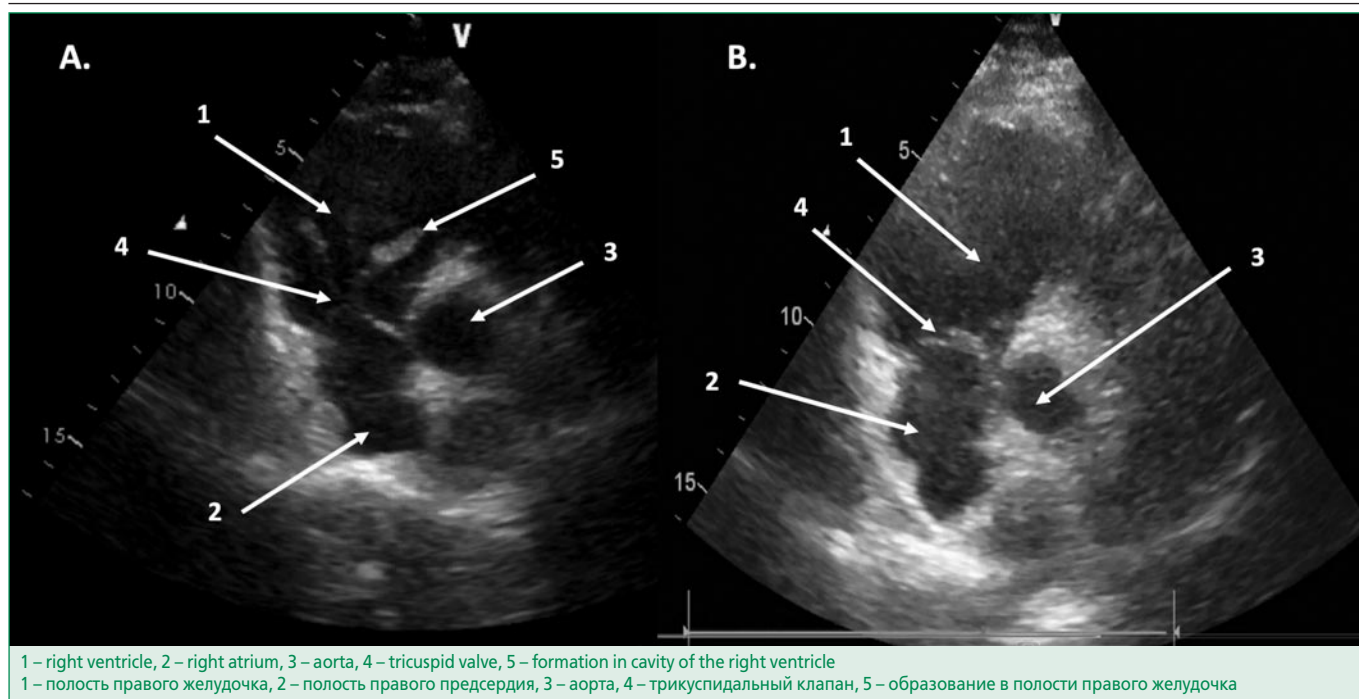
Echocardiography of the patient F.
